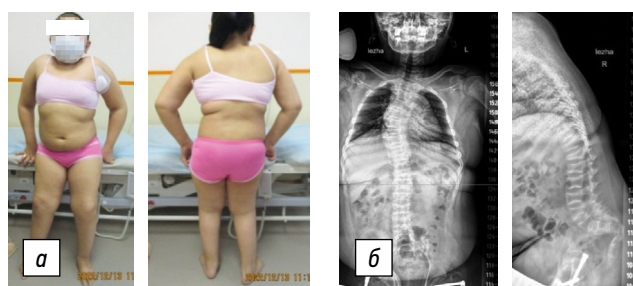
Пациентка X., 13 лет, синдром Брука, тип 2: *а* — общий вид пациентки; *б* — переднезадняя и боковая рентгенограммы позвоночника: правосторонняя сколиотическая деформация — 40° , кифоз — 33° , платиспондилы, изменения крестцово-копчикового отдела
